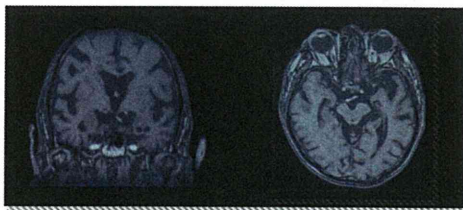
頭部MRIでは内側側頭葉萎縮の左右差を認め、特に冠状断では左扁桃、迂回回の萎縮が指摘できる。水平断では側頭極の先鋭化、側脳室下角の拡大が認められる。FDG-PETでは頭頂側頭葉の糖代謝の低下が認められ、Silverman分類P1であるが左側頭葉の代謝の低下が優位である。
